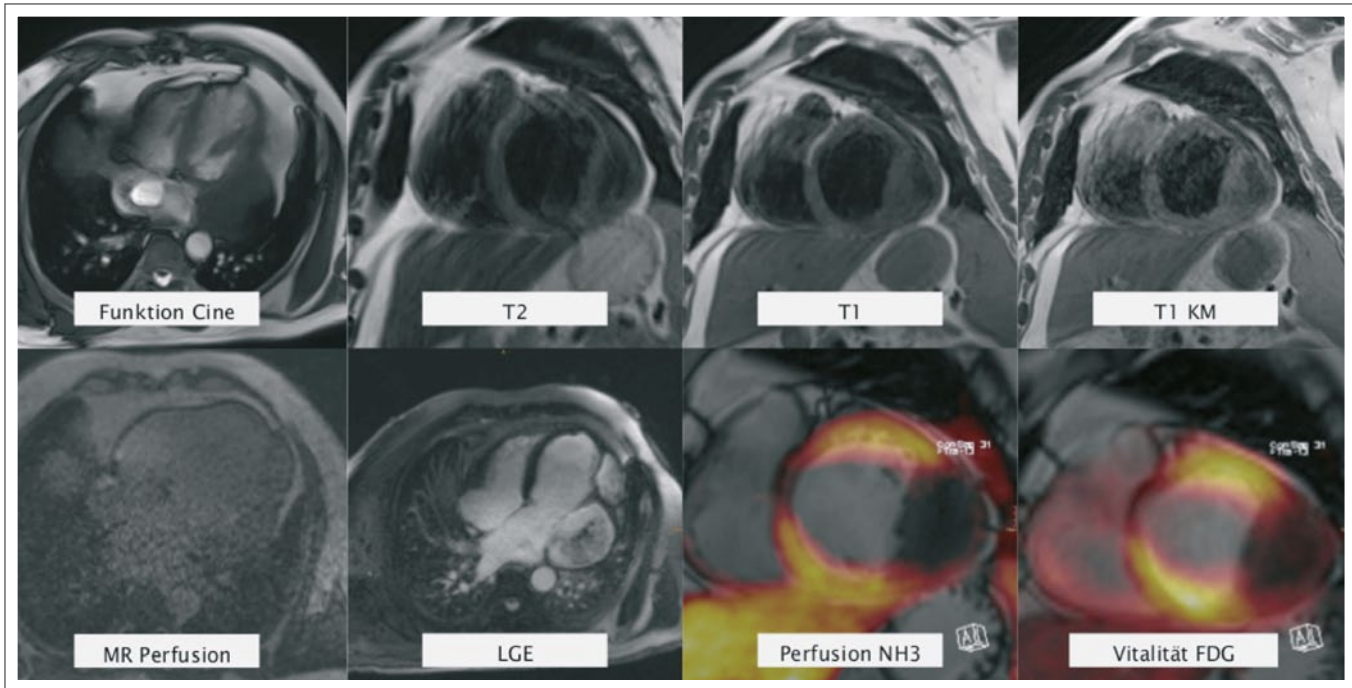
3Tesla PET-MRT. Zur Verfügung gestellt von D. Beitzke, MedUni Wien.
